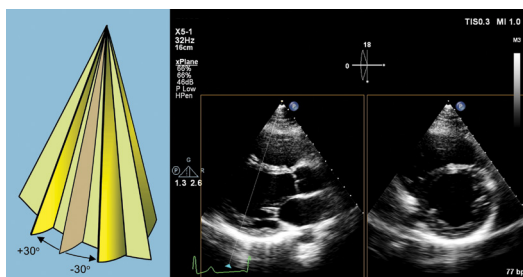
Mode xPlan avec inclinaison latérale : à partir d'une coupe parasternale grand axe standard (image de référence), une coupe orthogonale au niveau des muscles papillaires peut être obtenue avec une inclinaison latérale de +18°.
